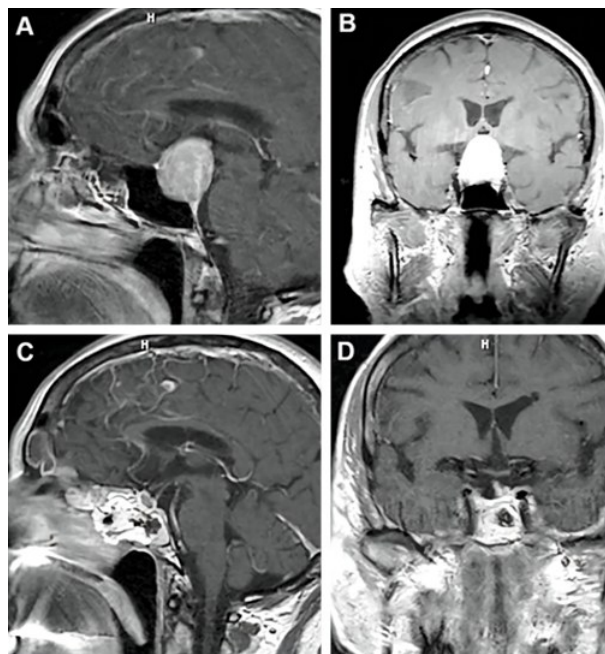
垂体腺瘤经鼻蝶入路内镜辅助显微手术切除前后影像 A、B. 术前 MRI T₁矢状位和冠状位增强,显示鞍内、鞍旁和鞍上巨大肿瘤,伴有视交叉受压和海绵窦浸润;C、D. 术后矢状位和冠状位 T₁增强,显示肿瘤完全切除
